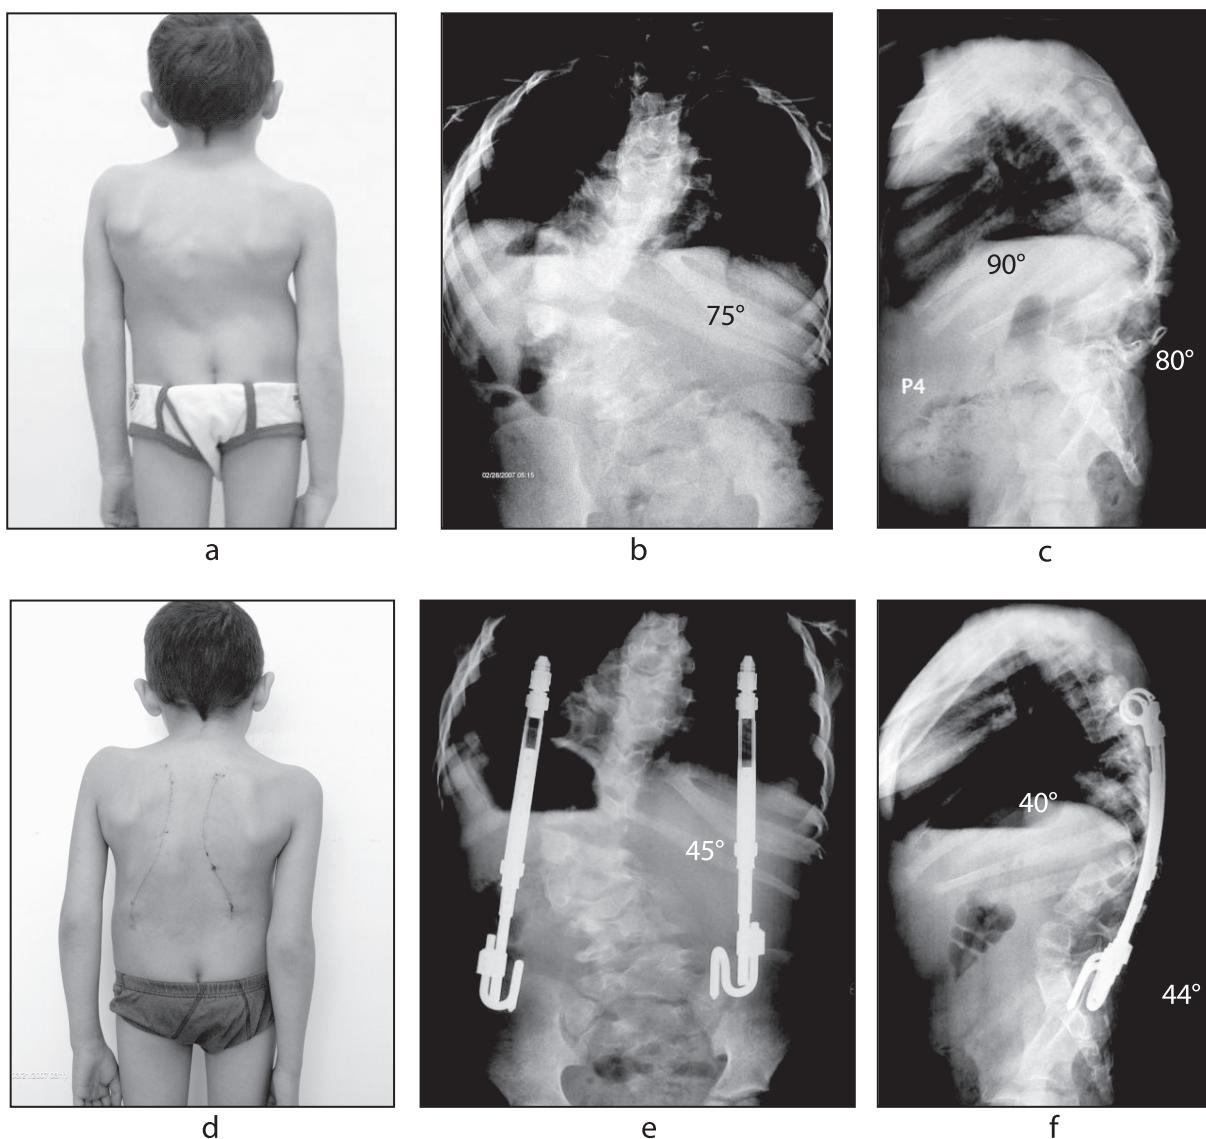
a – Pre-operative photograph of a six-year old patient, b – X-ray of the spine before the first operation, c – following the first procedure, d – progression of curvatures 15 weeks later; e – after the second stage of operative treatment
